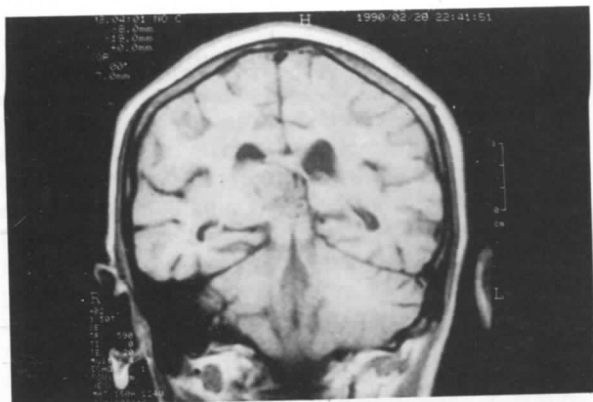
Imagen de resonancia magnética craneal en proyección coronal y secuencia de pulso T1. Se aprecia lesión expansiva talámica derecha con efecto de masa sobre estructuras vecinas y desplazamiento de línea Media.
